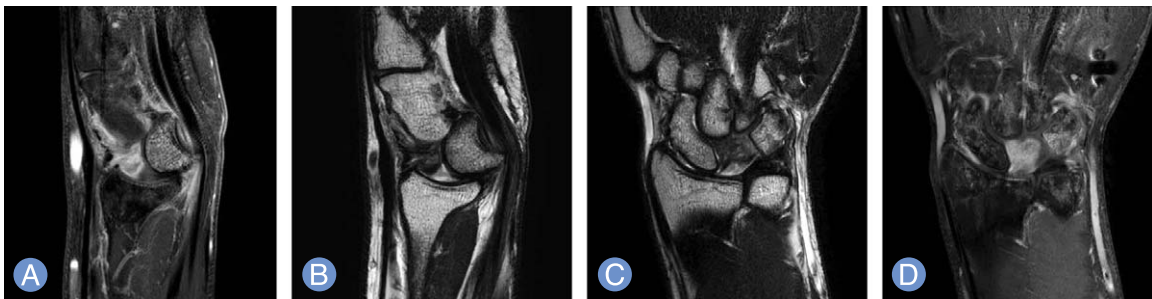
(A) Magnetic resonance image sagittal view before operation (T2). (B) T1 enhance. (C) Coronal view before operation (T2). (D) T1 enhance.
